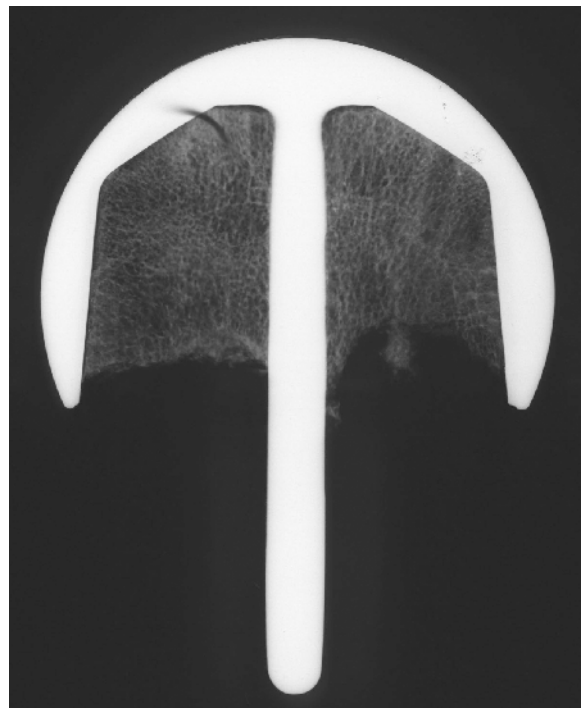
Kontaktradiographie 1/1
